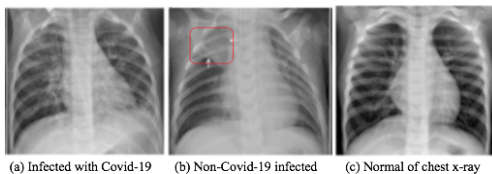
Data set of the chest X-ray images.
